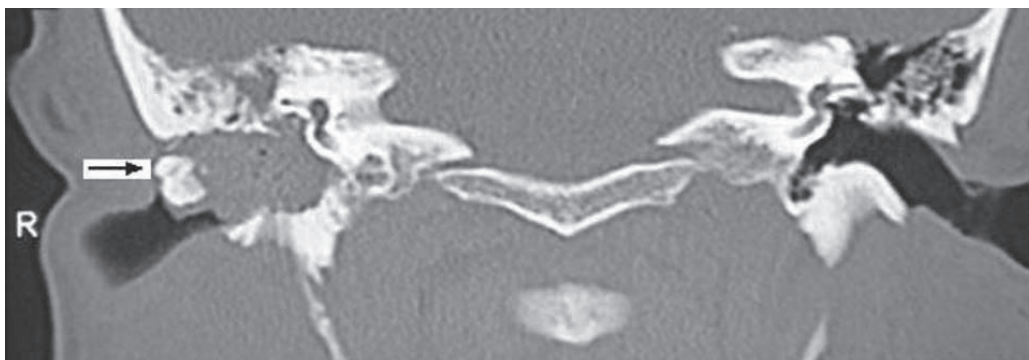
Computerized tomography image showing the osteoma and the adjacent cholesteatoma in the external auditory canal.
